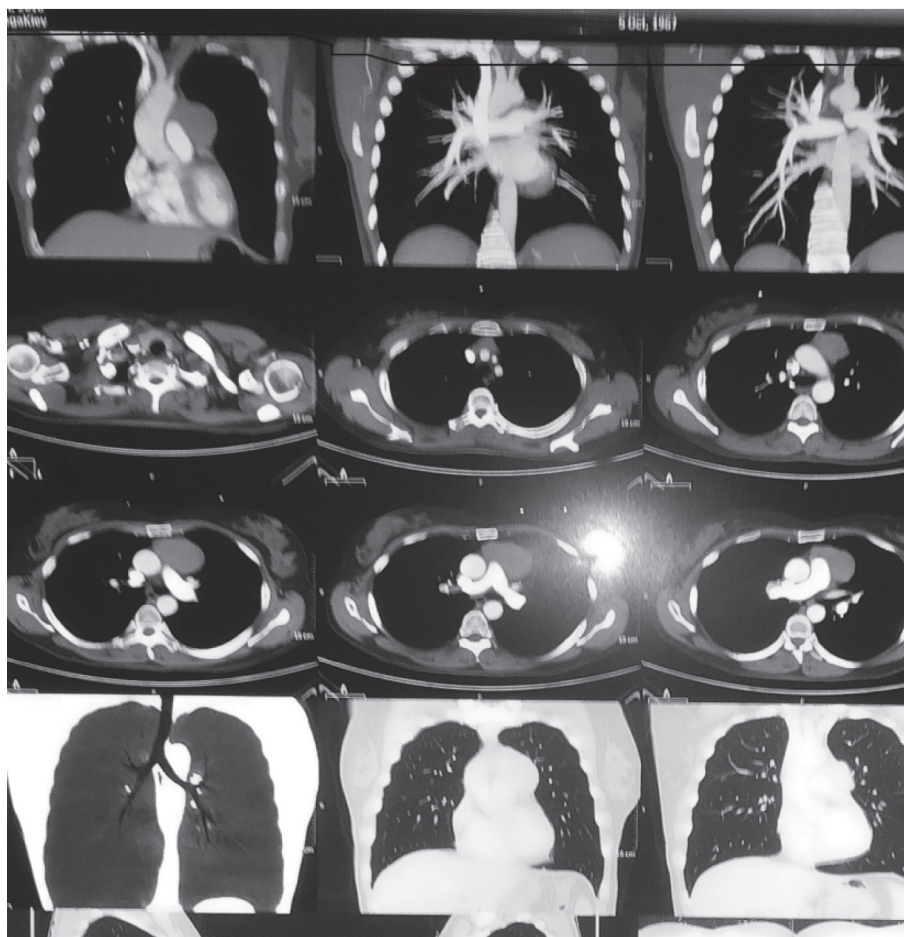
Комп'ютерна томографія хворої Т. з внутрішньовенним контрастуванням до операції.
